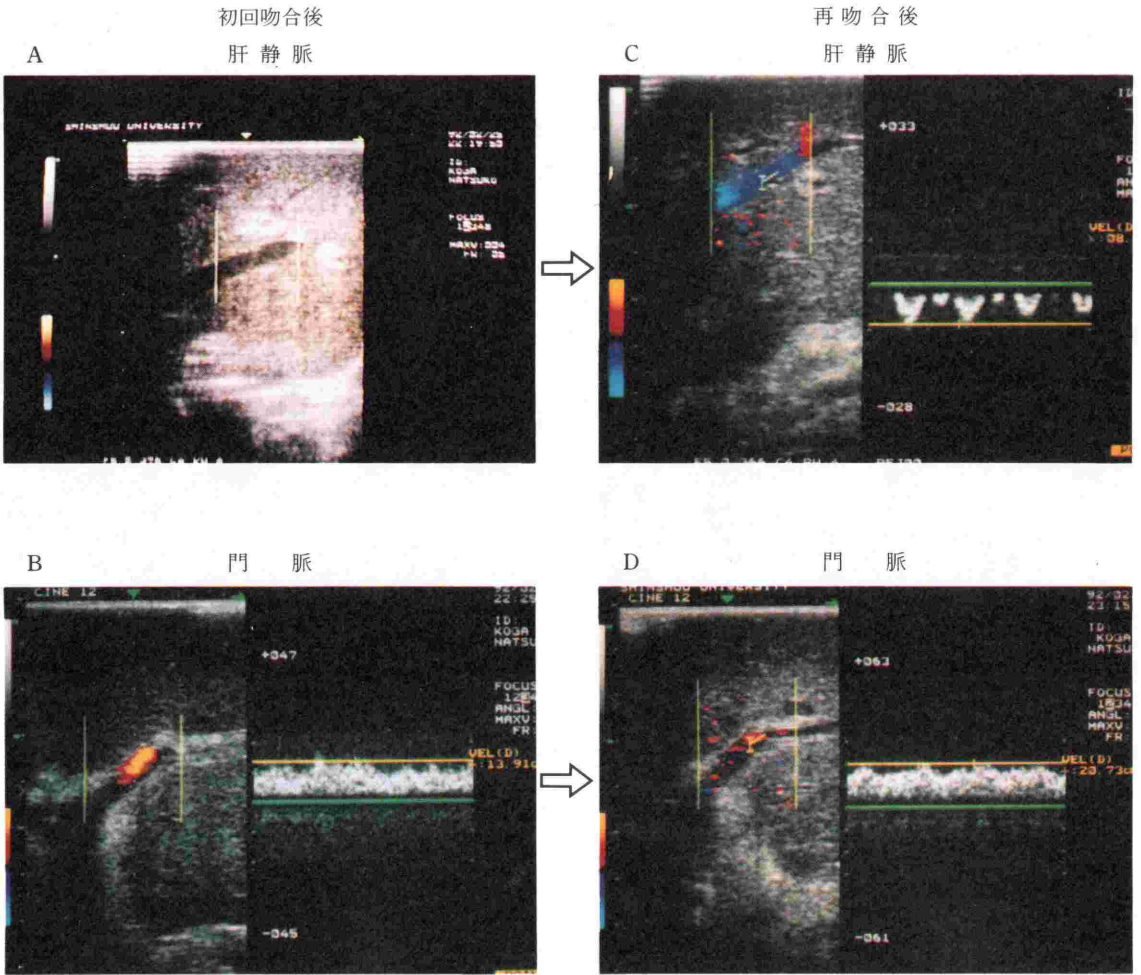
術中カラー Doppler 肝静脈，門脈（症例6）
